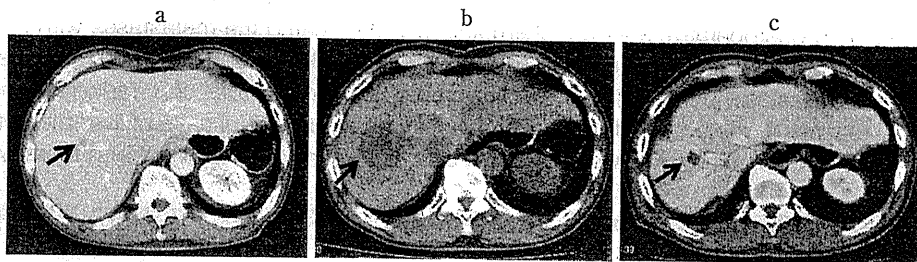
腹部造影 CT 検査 (肝 S8 病変)
